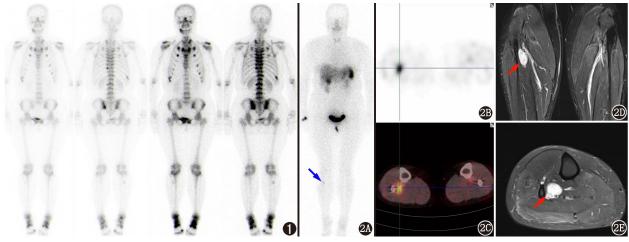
肿瘤性骨软化症(TIO)患者(女,37岁) 99 Tc^m-亚甲基二膦酸盐(MDP)全身骨显像图。可见中下段胸椎及腰椎上终板显像剂摄取增高,双侧胸锁关节、双侧多根肋骨与肋软骨交界处、双侧骶髂关节及耻骨联合、右侧第 10 后肋、左侧第 10 肋椎关节、右侧腓骨上段、右下颌骨多发显像剂摄取增高区,双侧肩关节、双侧踝关节、右侧第 1 跖趾关节亦见显像剂摄取增高灶 图 2 同一患者 99 Tc^m-联肼尼克酰胺(HYNIC)-酪氨酸 3-奥曲肽(TOC)显像及双小腿 MRI。2A.平面显像示右侧小腿上段显像剂摄取异常增高灶(红箭头示);2B,2C. SPECT/CT融合显像示右侧小腿近端胫骨-腓骨间软组织内生长抑素受体(SSTR)异常高表达灶,考虑 TIO 责任病灶可能。2D~2E.右侧腓骨上段旁软组织内(红箭头示)见椭圆形等 T_1 (未显示)长 T_2 信号影,大小约 36.5 mm×18.6 mm×15.3 mm(2D. T_2 加权压脂序列,冠状位;2E. T_2 加权压脂序列,右小腿轴位)
